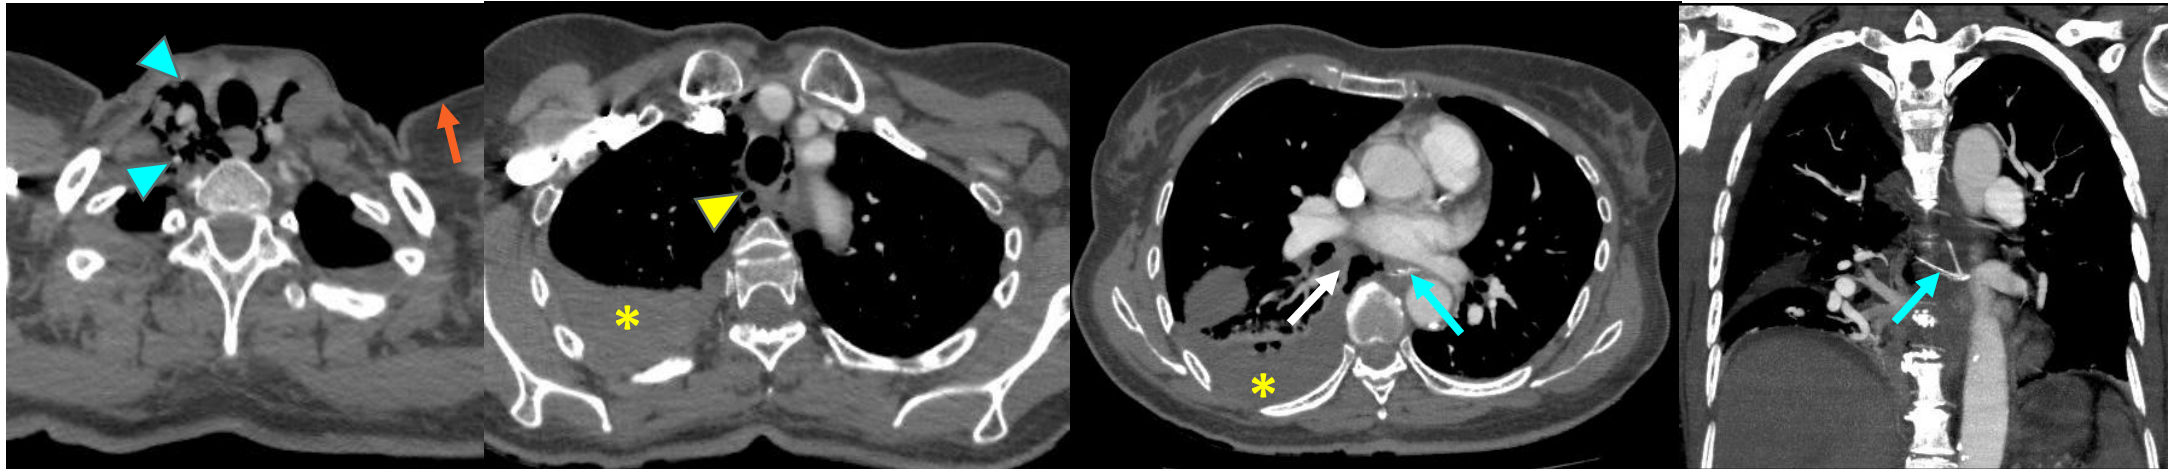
TC de tórax (cortes axiales y reconstrucción coronal con MIP) en una paciente de 57 años con mediastinitis aguda secundaria a perforación esofágica por cuerpo extraño. Se identifica una imagen hiperdensa de morfología en "V" (flecha azul), compatible con cuerpo extraño, localizada en el mediastino posterior a nivel del tercio esofágico medio-distal. Neumomediastino (puntas de flecha amarillas) con extensión a planos cervicales profundos en relación con enfisema subcutáneo (puntas de flecha azules), asociado a aumento de la atenuación de la grasa mediastínica y derrame pleural derecho. Hallazgos sugestivos de perforación esofágica secundaria a cuerpo extraño.
